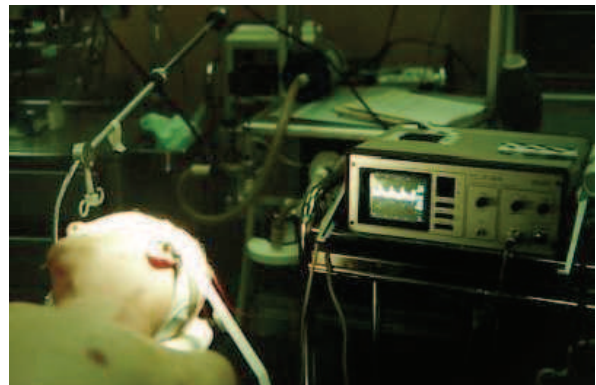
doppler transcrânien au bloc
